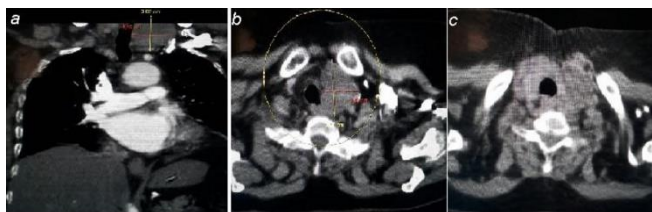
(a-c) The tomography image of the mass which is located in the inferior pole of the left lobe of the thyroid
